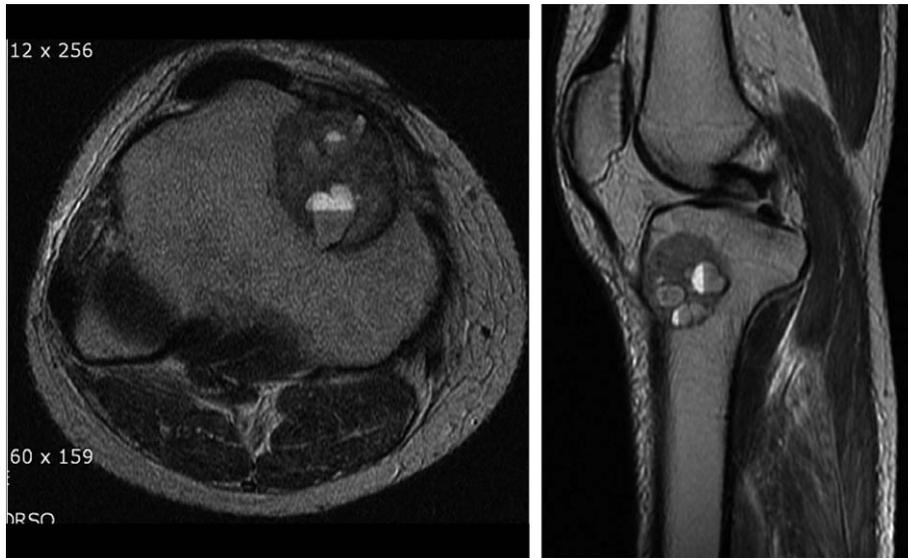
MRI of the proximal tibia reveals high signal intensity on T2 weighted image with peripheral low signal intensity rim and peripheral marrow and soft tissue edema.
